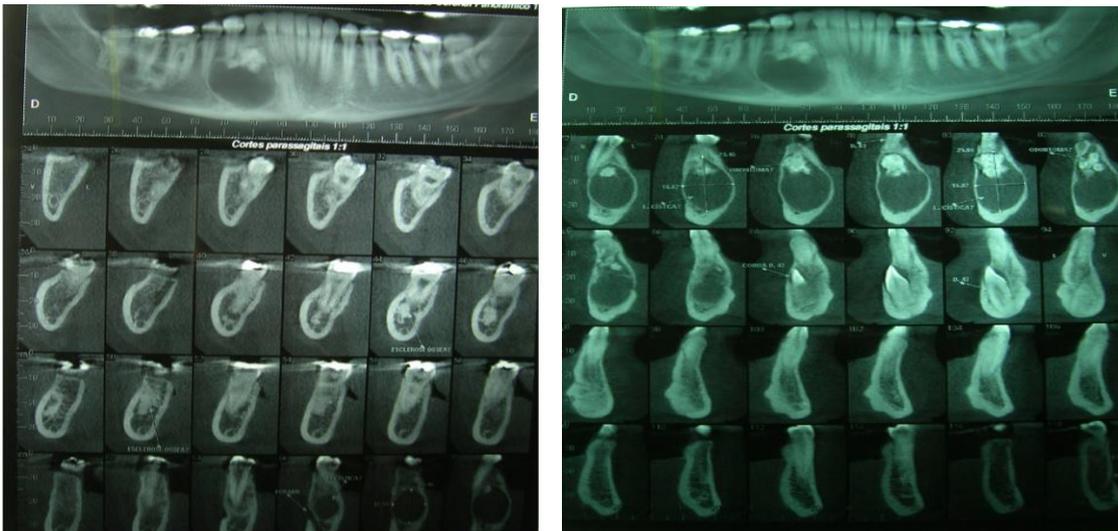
Tomografia de Feixe cônico
